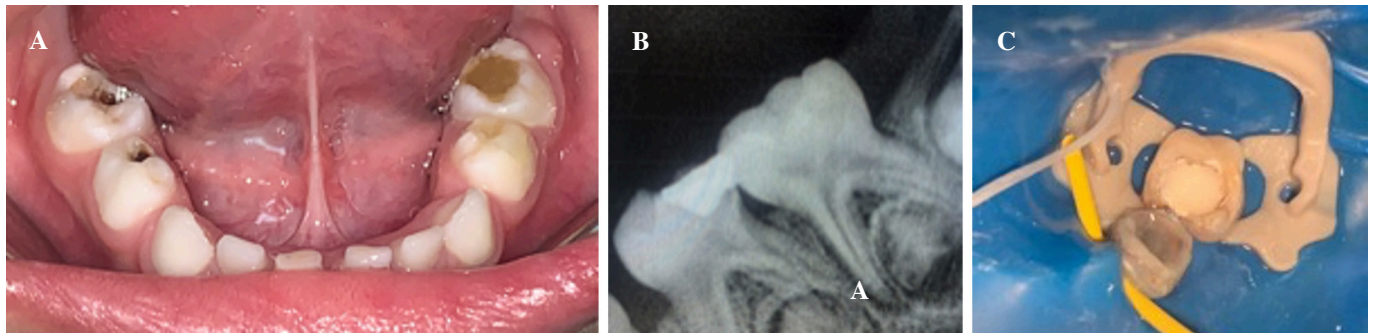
Caso clínico 2. A. Fotografía intrabucal inicial. B. Radiografía periapical inicial. C. Fotografía clínica U.D. 7.4 y 7.5 bajo aislamiento absoluto.
